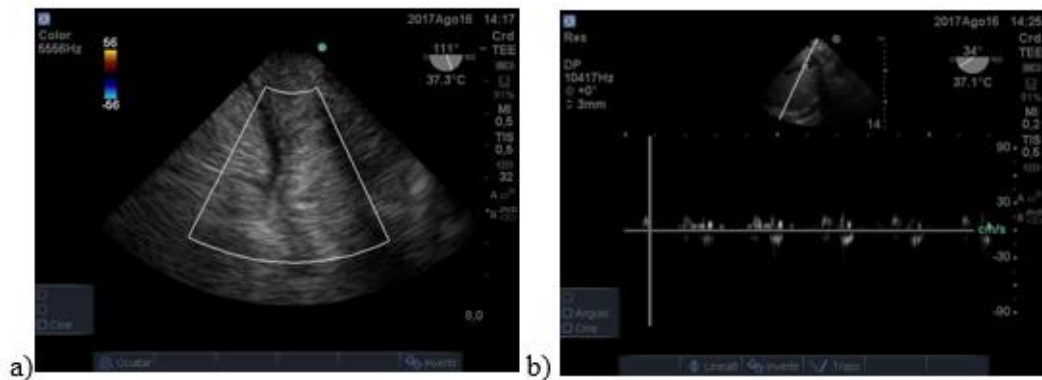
Caso 3, a) imagen hepática sin flujo doppler color b) Doppler pulsado hepático con signos de hipoperfusión hepática
